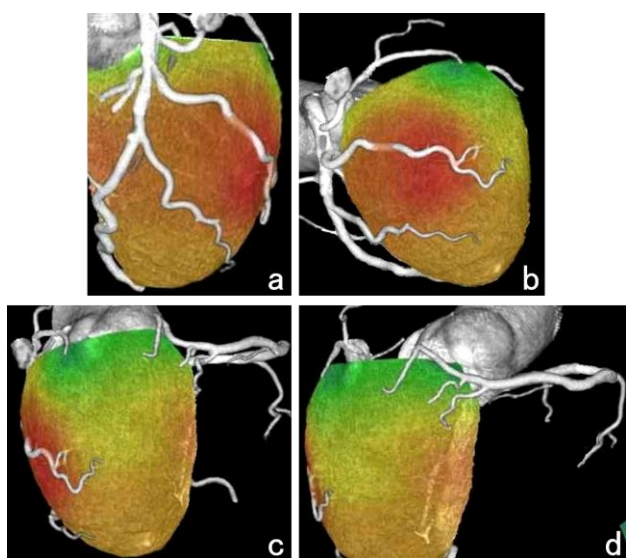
冠動脈CTと負荷時SPECTとのFusion画像 (a,b) 3枝とも主幹部と一致する部位に局所的血流低下は認められていない。(c,d) 血流低下域は血流支配と一致しておらず、artifactが疑われた。
